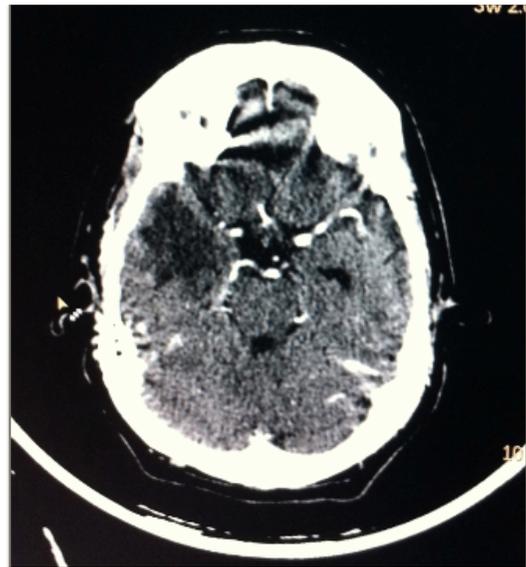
Tomografía cerebral del paciente con meningitis por melioidosis, con un empiema subdural fronto parietal derecho, como complicación supurativa de la infección.
